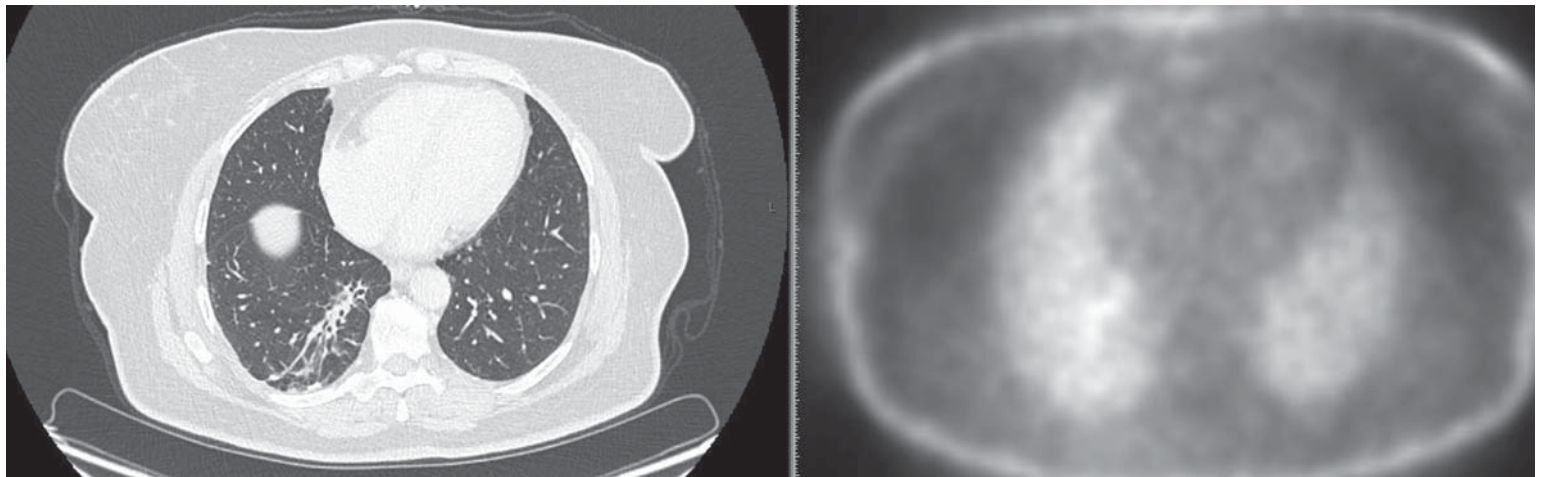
ПЭТ/КТ после 4 курсов химиотерапии
